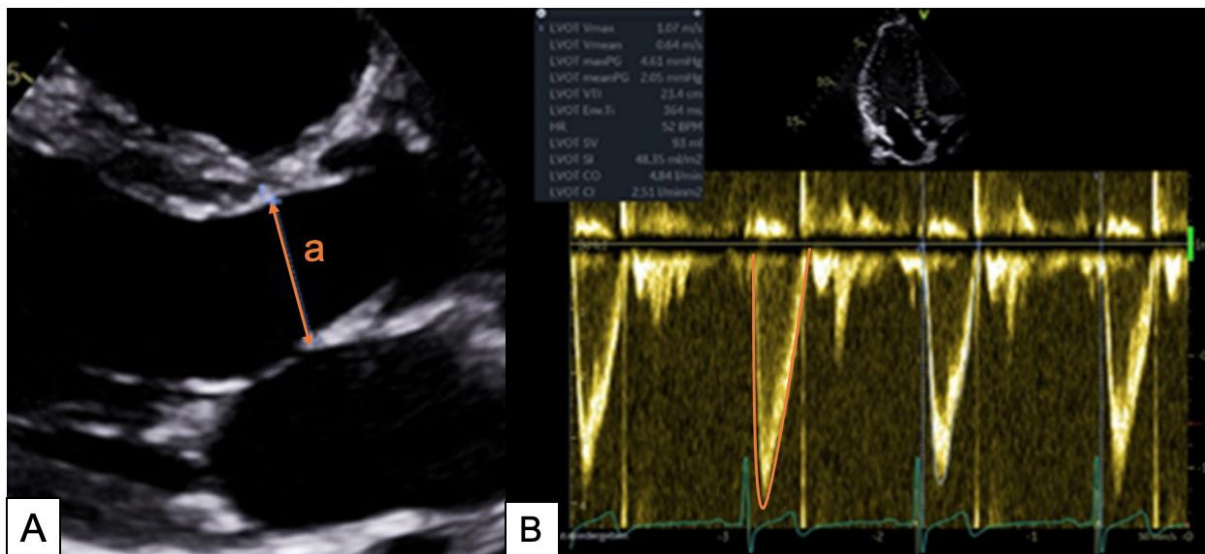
Echokardiographische Bestimmung des effektiven Schlagvolumens
